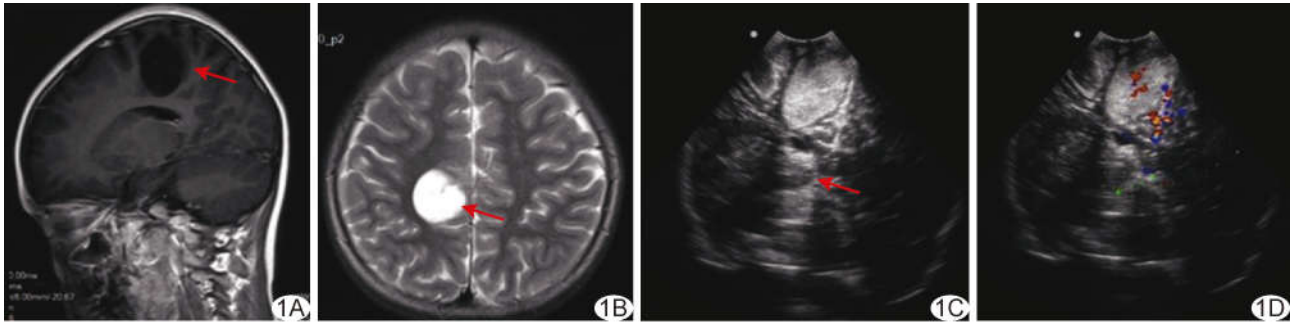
女性患儿,8 岁,右侧额顶叶 MRI I b 型 DNET A. 术前颅脑矢状位 MR T1WI 显示病灶呈低信号(箭),边界清晰; B. 颅脑轴位 T2WI 显示病灶呈高信号(箭); C. 术中二维超声声像图显示团状高回声病灶,边界清晰,内部回声不均,后方回声增强(箭); D. CDFI 示病灶内部条状血流信号, Alder 血流分级 2 级
